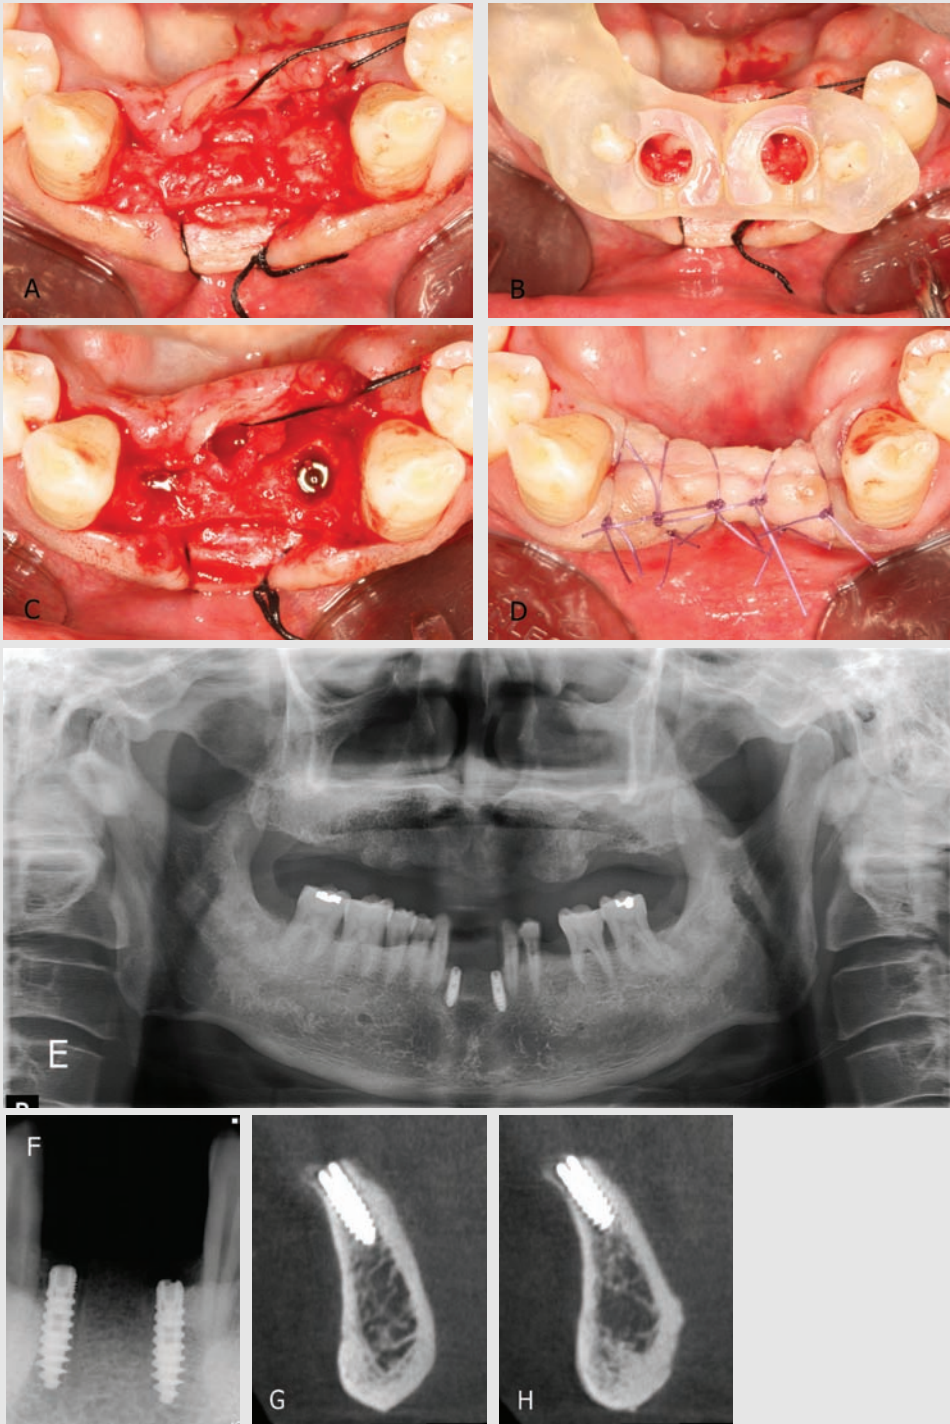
(A) Crestal and sulcular incisions were made and buccolingual dimension on surgical site was measured through flap elevation. (B) Megagen R2GATE surgical stent was fitted to the desired location. It was a tooth-supported type. (C) After implant placement on #32, 42(ϕ 3.5 X 11.5mm, ThinRidge™). No buccal dehiscence and fenestration defect on implanted area. (D) The surgical site was sutured well. (E, F, G, H) Radiograph after implant placement on #32, 42. Panoramic view, peri-apical x-ray and CBCT coronal view.
